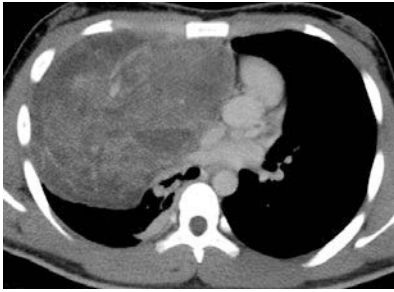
Case 2. Contrast-enhanced CT scan reveals a huge heterogeneous mass extending from the right anterior mediastinum to the right chest wall.
